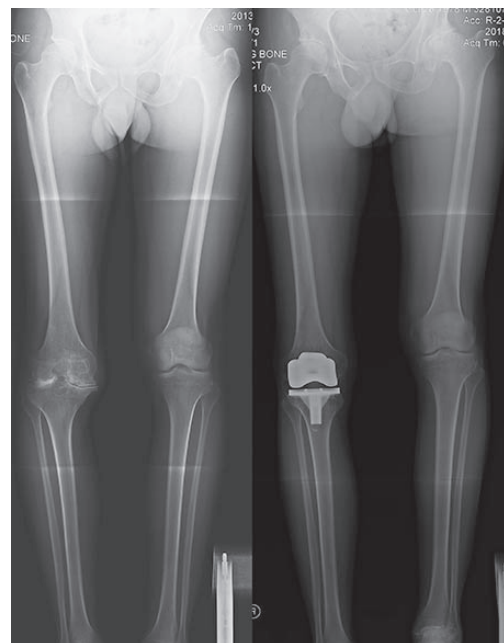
Пациент Я., 34 года. Диагноз: Гемофилия А, тяжелая степень. Гемофилическая артропатия правого коленного сустава III-IV степени. А – топограмма до операции: суставная щель неравномерная, резко сужена; имеется сгибательно-разгибательная контрактура сустава, «штыкообразная» деформация оси конечности; В – топограмма через 5,5 лет после ТЭКС (несцеplенная конструкция): ось конечности восстановлена, объем и диапазон движений в суставе в пределах нормы. Отличный клинико-рентгенологический и функциональный результат
